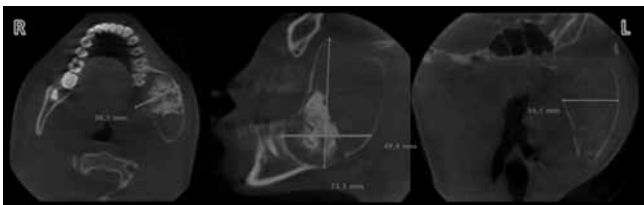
Tomografía computarizada cone-beam. Cortes; A. Axial, B. Sagital corregido, C. Coronal corregido.
